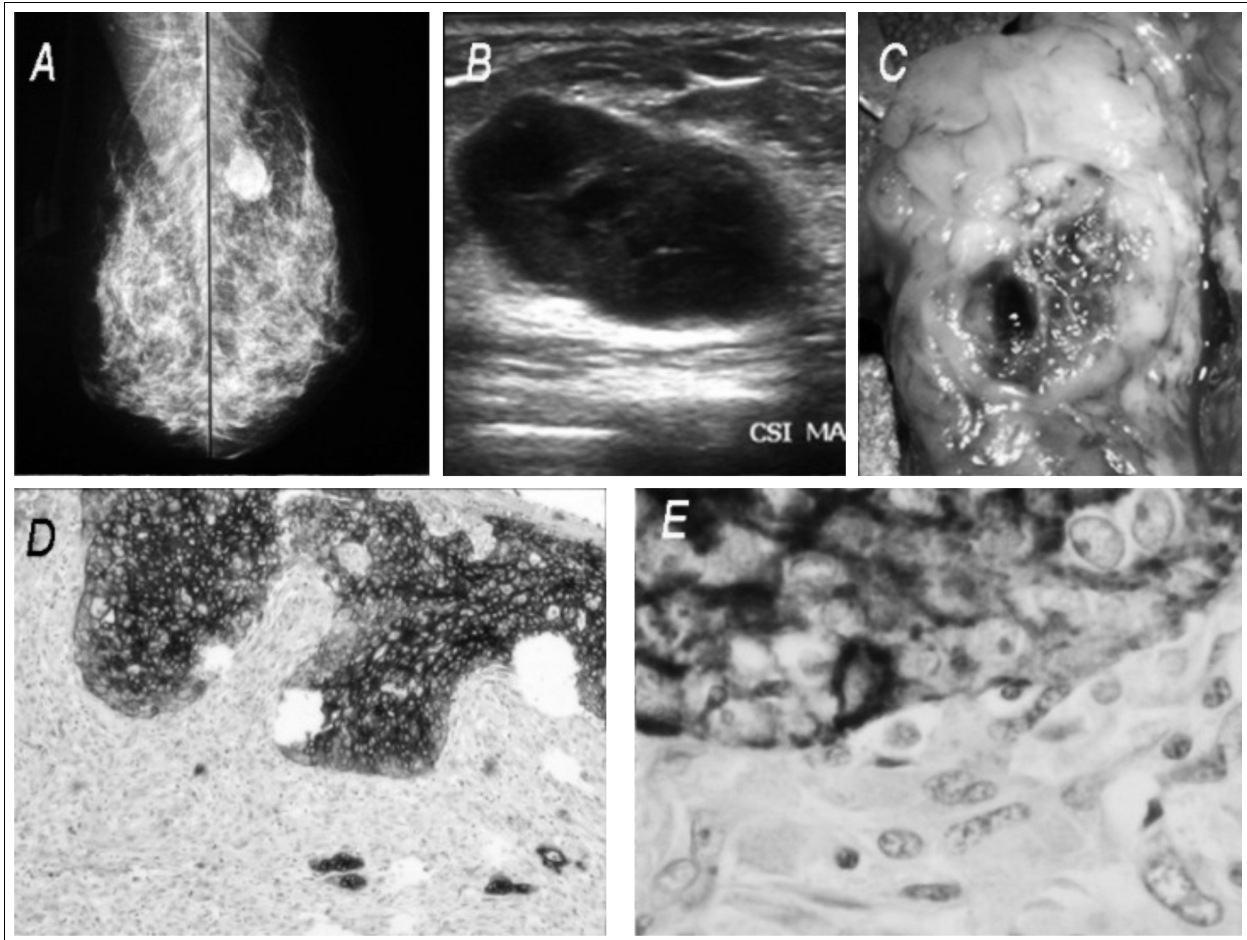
A: Mamografía. B: Ecografía. C: Macroscopia de la pieza.
